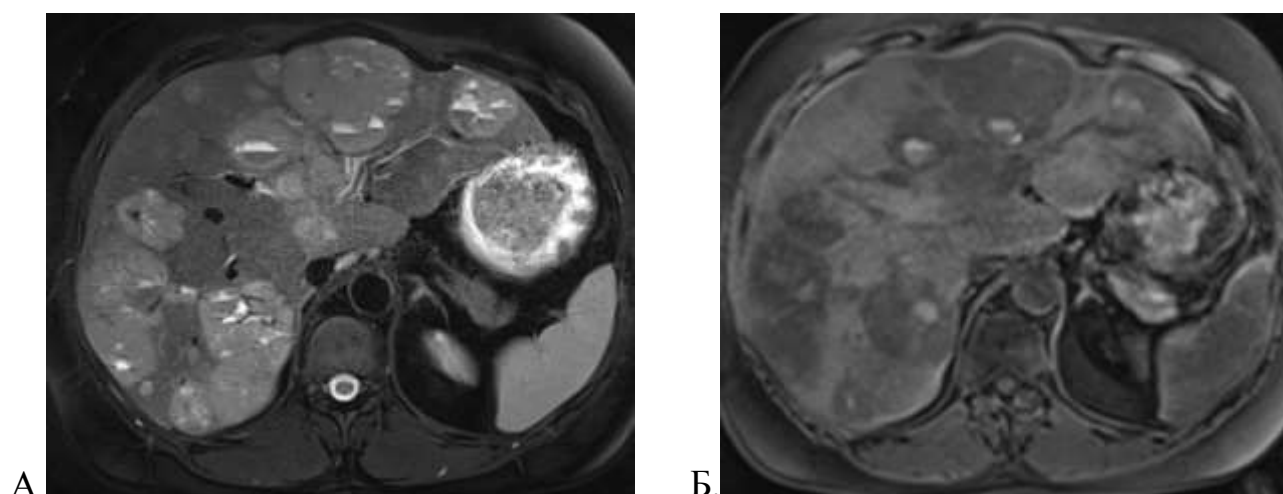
Пациентка Т. с диагнозом метастазы НЭО в печени, 65 лет. МРТ органов брюшной полости в аксиальной проекции. В кистозном компоненте метастазов визуализируются множественные уровни и признаки наличия продуктов деградации гемоглобина: А. – T2-ВИ BLADE FS; Б. – нативное T1-ВИ.
